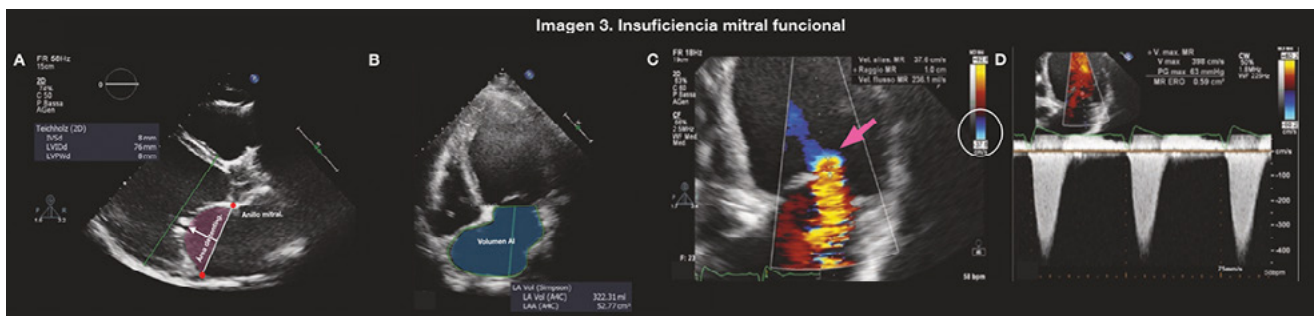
(A) muestra el desplazamiento apical del punto de coaptación de la válvula mitral (flecha blanca), con un área de tenting aumentada (sombreado rojo), además de la dilatación del anillo mitral (puntos rojos). (B) Aumento del volumen AI sombreado azul. (C) Doppler color de la insuficiencia mitral funcional de chorro central con un radio de PISA 1.0 cm, fijese en el ajuste en el límite Nyquist (circulo blanco). (D) Doppler continuo de la insuficiencia mitral severa, holosistólico, denso, triangular y se calcula un ERO de 0.59 cm², para un VolR >80 mL.
